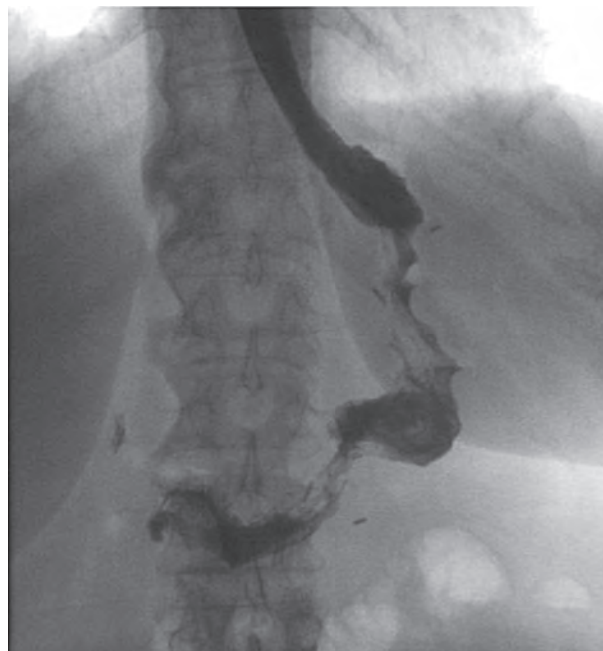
Рентгенологічна картина загоєння неспроможності лінії стаплерного шва в шлунковій трубці.
